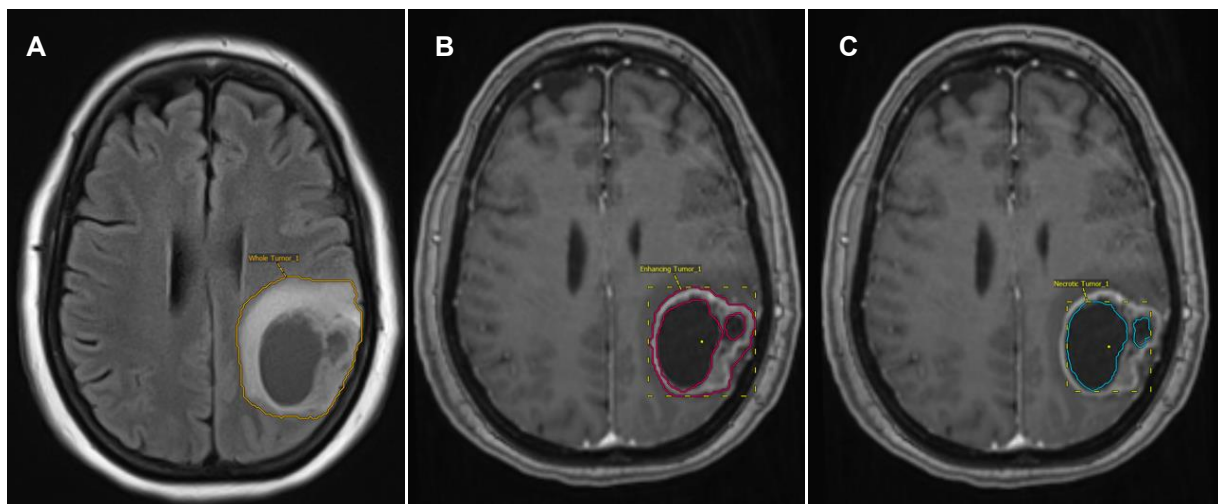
MRT-Bilder im Transversalschnitt eines Patienten mit Glioblastom in verschiedenen Wichtungen (A-C) mit Segmentierung verschiedener Tumorareale.
